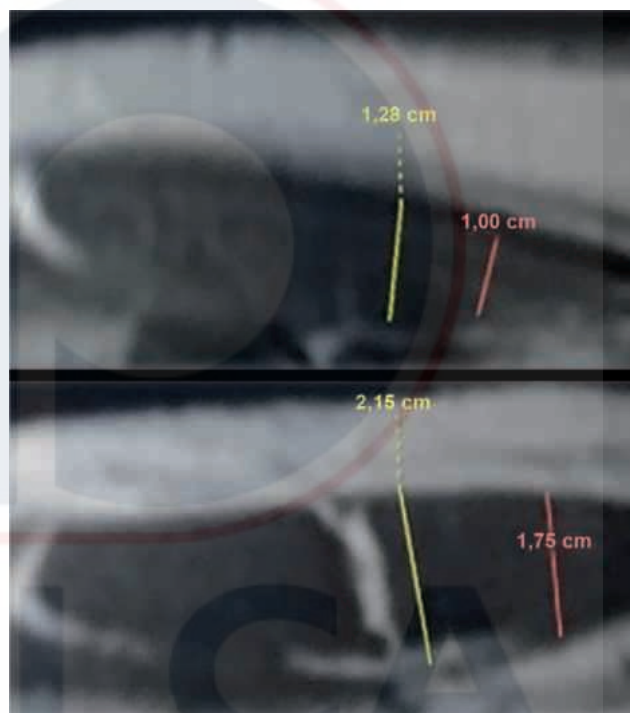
Imagen de RMN que muestra el patrón muscular tras el UGRAFT (poca grasa).
